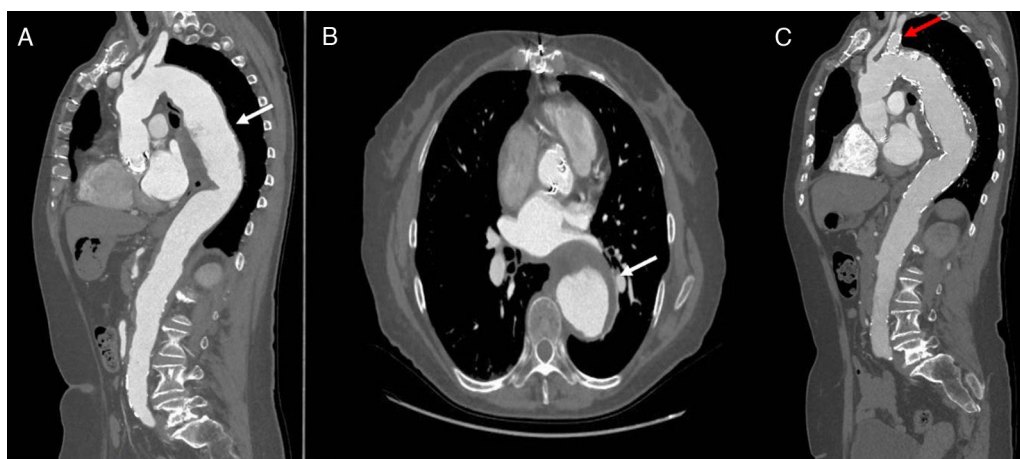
A y B) Corte sagital y axial, respectivamente, que muestran aneurisma de aorta torácica y hematoma en su pared (flechas blancas). C) Corte sagital en TC de control tras implante de endoprótesis con rama para ASI (flecha roja).
